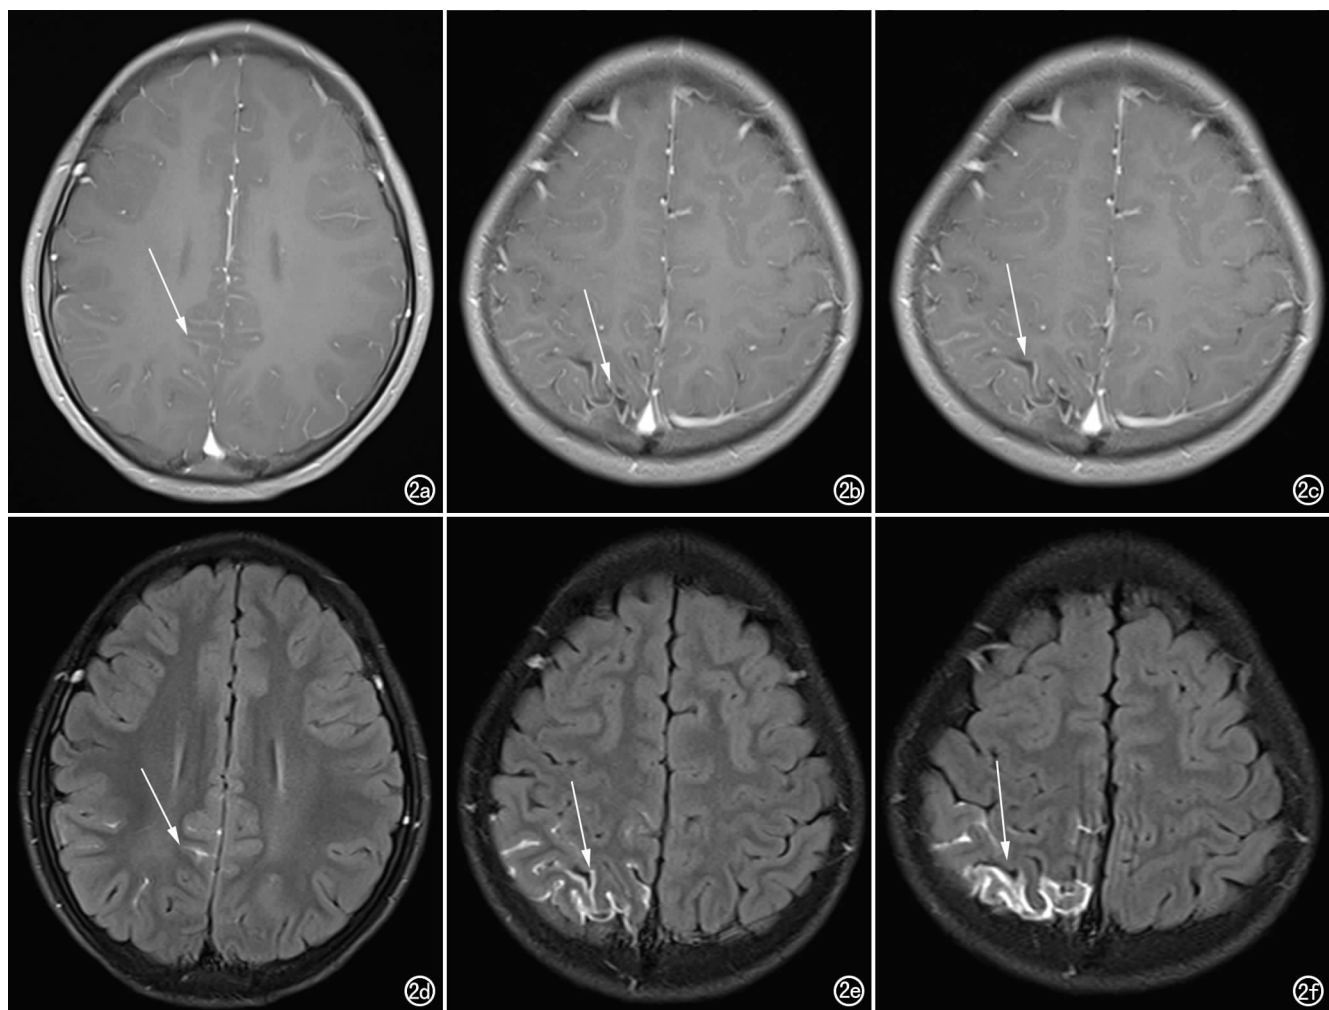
SWS患者。a) SE T₁WI 增强扫描示右侧额叶散在条状稍高信号(箭),与周围小血管影难以鉴别; b) SE T₁WI 增强扫描示右侧顶叶后部脑回状稍高信号(箭),边界模糊,与周围小血管影分界欠清; c) SE T₁WI 增强扫描示右侧顶叶后部病变近颅板处脑回状稍高信号(箭),与颅板信号对比度相对差; d) T₂ FLAIR 增强扫描示右侧额叶条状高信号(箭),小血管影未见显示,软脑膜病变显示相对突出; e) T₂ FLAIR 增强扫描示右侧顶叶后部迂曲脑回状、斑片状高信号影(箭),信号强度较高,边界清晰,较 SE T₁WI 增强扫描显示病变范围广; f) T₂ FLAIR 增强扫描示右侧顶叶后部病变近颅板处脑回状稍高信号(箭),与周围颅板界限清晰、对比度较好。
